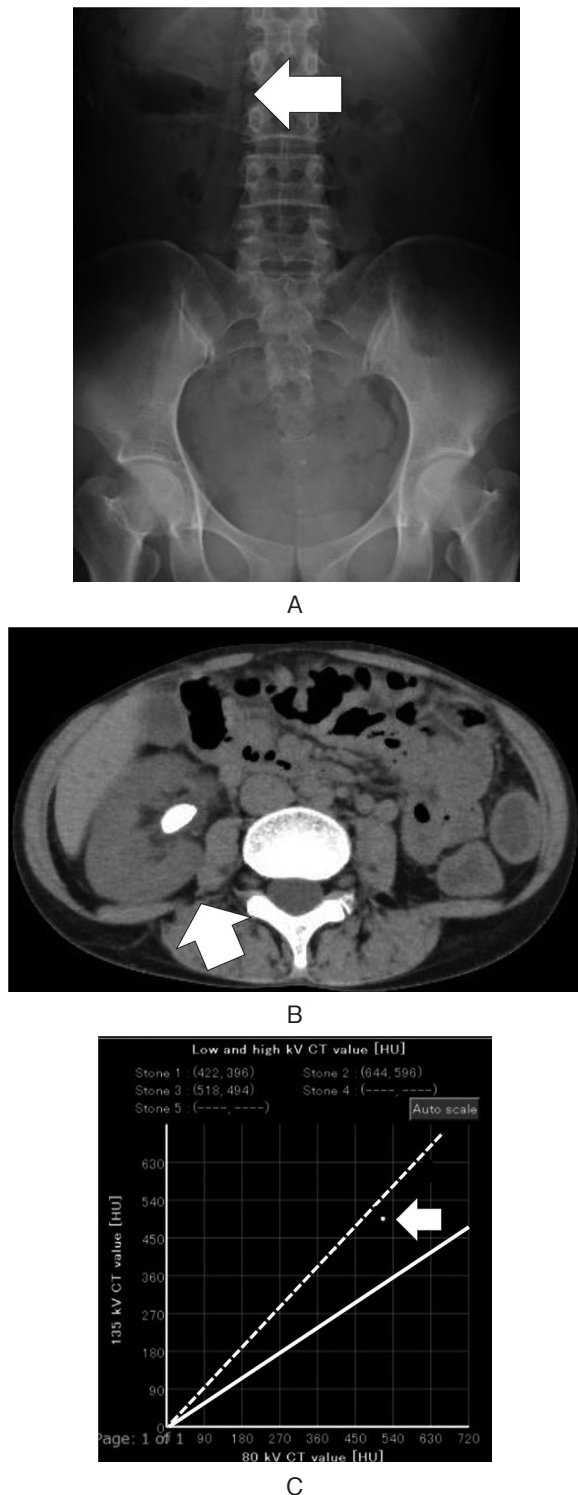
A: NO stone shadows were observed in kidney-ureter-bladder X-ray (arrow). B: Computed tomography showed a right kidney stone measuring 16 × 12 mm (arrow). C: Dual -energy computed tomography showed that the right kidney stone was composed of uric acid (arrow). The dashed line represents the approximate line for uric acid stones. The line represents the approximate line for calcium stones.
